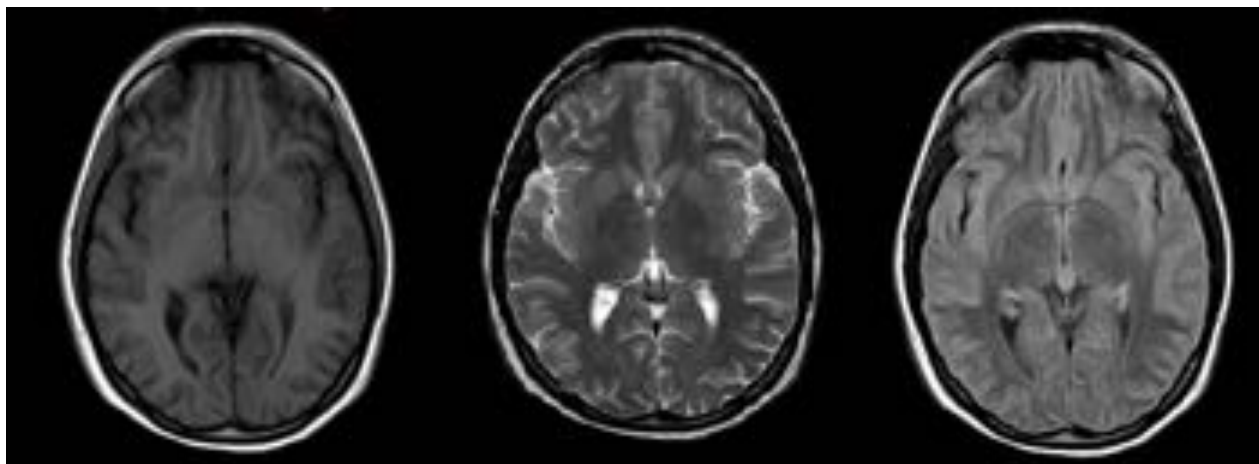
Cortes axiales en secuencias T1, T2 y FLAIR. Se aprecia imagen nodular en regi n pineal, ligeramente hiperintensa en T1, hiperintensa en T2 y que no suprime en secuencias FLAIR, correspondiente a quiste pineal.
